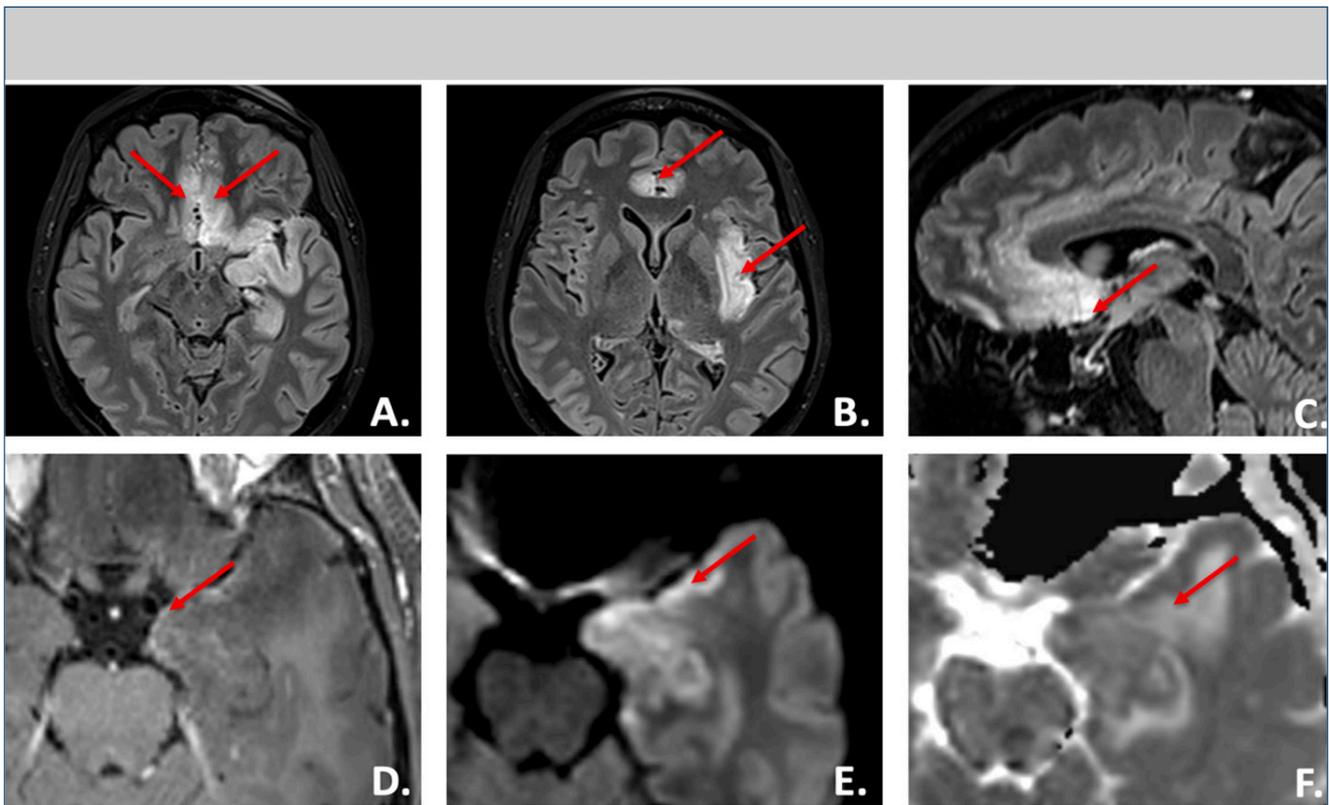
IRM cérébrale d'une patiente de 55 ans, 6 jours après le diagnostic de méningo-encéphalite à HSV.
